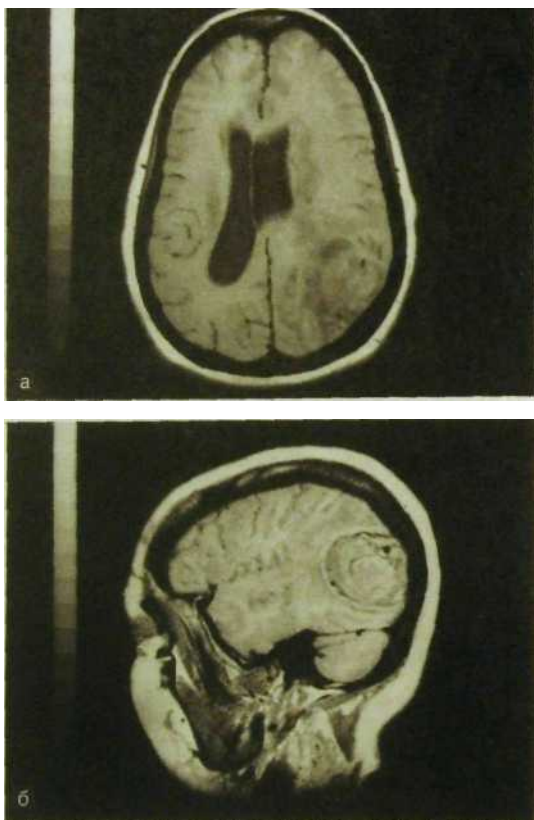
197. Магнитно-резонансные томограммы головного мозга. Опухоль мозга в аксиальной (а), сагиттальной (б) и фронтальной (в) проекциях. Ампутация части бокового желудочка мозга.
